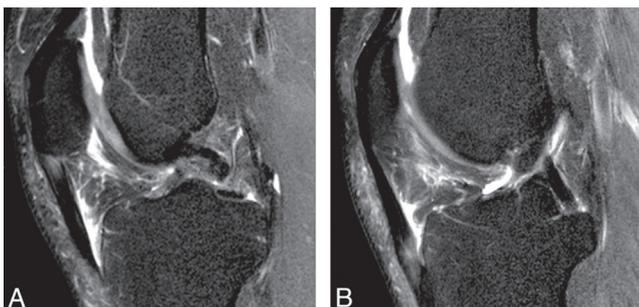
Entésopathie du tendon patellaire – IRM séquence T2, coupe sagittale.
